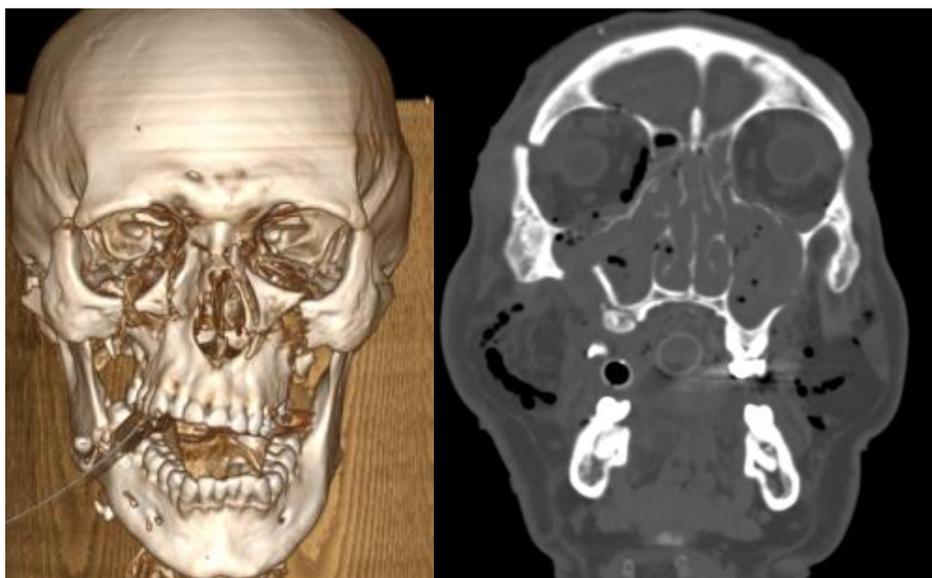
МСКТ пациента Ш., 56 лет, до оперативного лечения в прямой проекции
